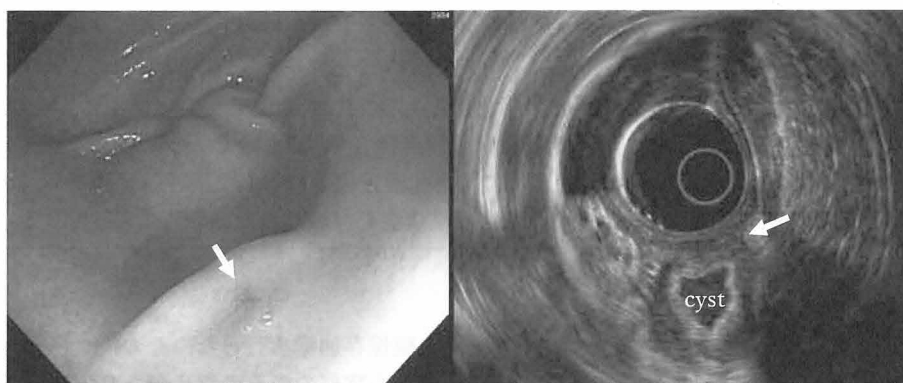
Upper gastrointestinal endoscopy. A gentle elevation was observed in the anterior part of the greater curvature with a slight depression at the top. Endoscopic ultrasound image. The small cyst shared the fourth layer of the stomach.
